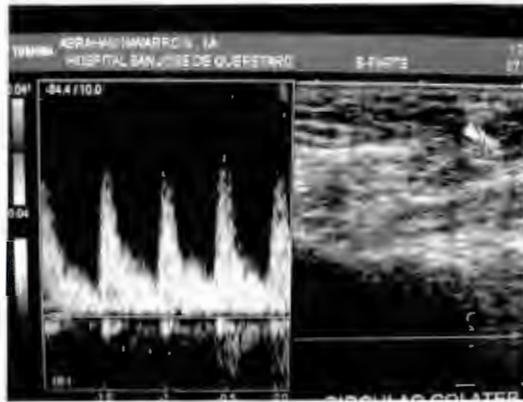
Ultrasonido Doppler el cual muestra las arteria colaterales tienen picos sistólicos altos con diástole corta, traduciendo circulación colateral por vía comunicante hacia los lechos distales.
